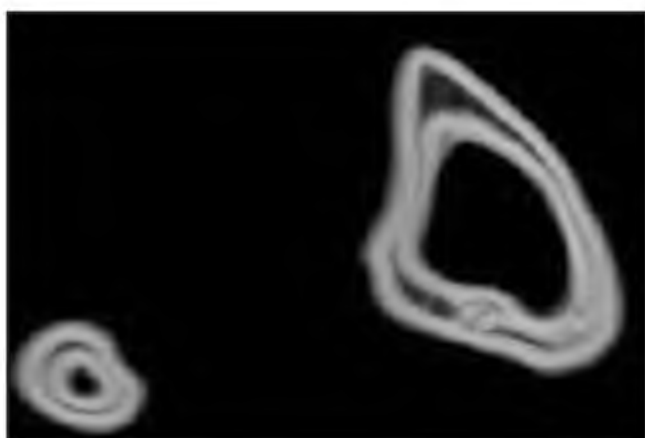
МСКТ голени больного М., 17 лет, верхняя треть, большеберцовая и малоберцовая кости через 1 год после удлинения. Объемная реформация (VRT).
